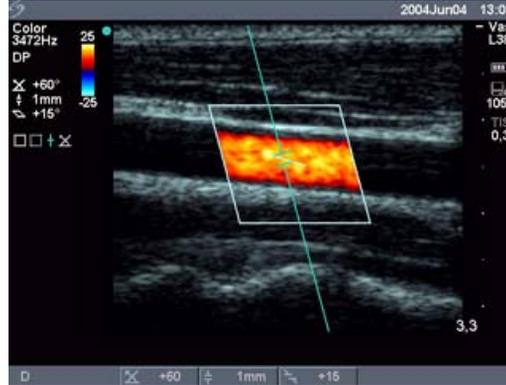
Imagen Doppler con línea de muestra y cuadro ROI
